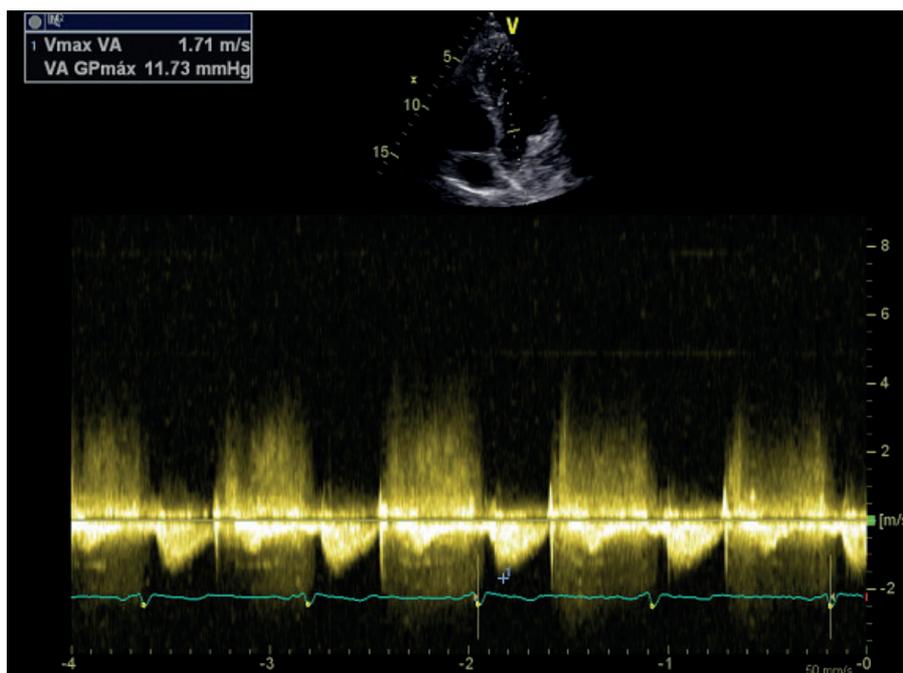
Ecocardiograma transtorácico *doppler* continuo sin evidencia de estenosis aórtica
